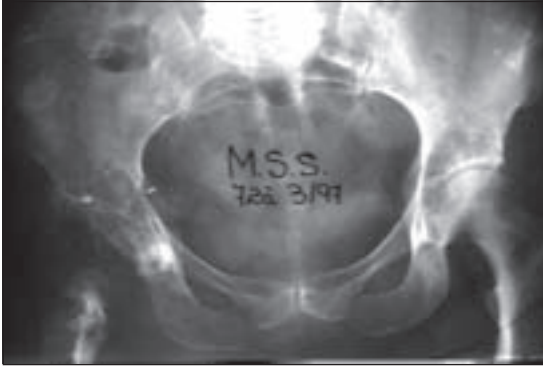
a-b. Radiografía de pelvis y fémur preoperatoria.
